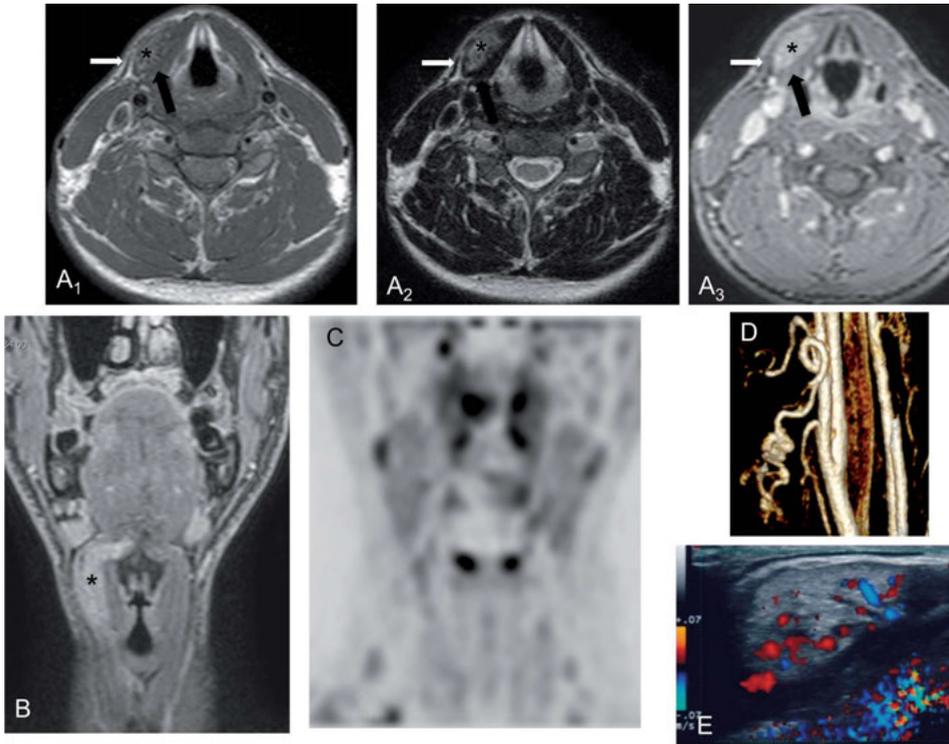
neof ormazione ipervascolare latero-laringea dx. (*) A₁-A₃: stessa sezione assiale rispettivamente T1, T2, T1 in soppressione del grasso dopo MDC paramagnetico. La neof ormazione è indovata nello spazio compreso tra il muscolo platisma (frecche bianche) ed i muscoli sotto ioidi (tiroioideo e mioioideo)(frecche nere), ed è intensamente impregnata dopo MDC. B: sezione coronale T1 in sottrazione del grasso dopo MDC paramagnetico. La neoplasia mostra maggiore rapporto di contiguità con lo spazio para-laringeo dx . C: la sequenza in imaging di Diffusione, b1000 simil PET per le catene linfonodali del collo e dello splancnocranio non evidenzia linfonodi sospetti. D: sequenza ARM tecnica CE e ricostruzione VR, mostra l'afferenza arteriosa ipertrofica alla neoplasia da un ramo discendente ipertrofico del tronco facio-linguale dell'arteria carotide esterna di destra, mentre l'arteria tiroidea non è coinvolta. E: ECD sulla lesione. Si conferma la natura ipervascolare della neoplasia interpretata come emangiopericiitoma o paraganglioma ectopico. Caso in attesa di valutazione istologica. Per gentile concessione del Dr. N. Maggioletti. Ricerche Radiologiche. Molfetta (BT).
